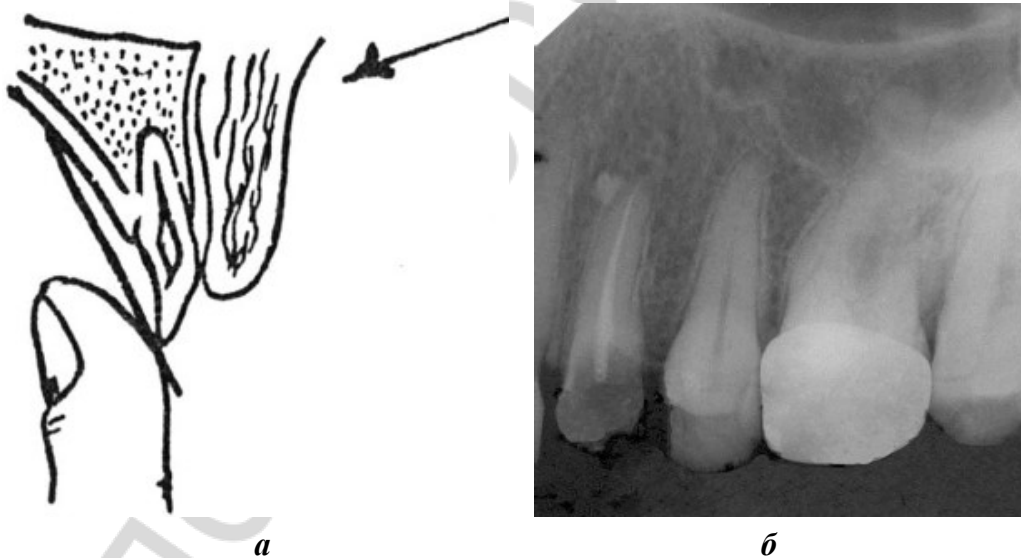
Внутриротовая контактная рентгенография:
